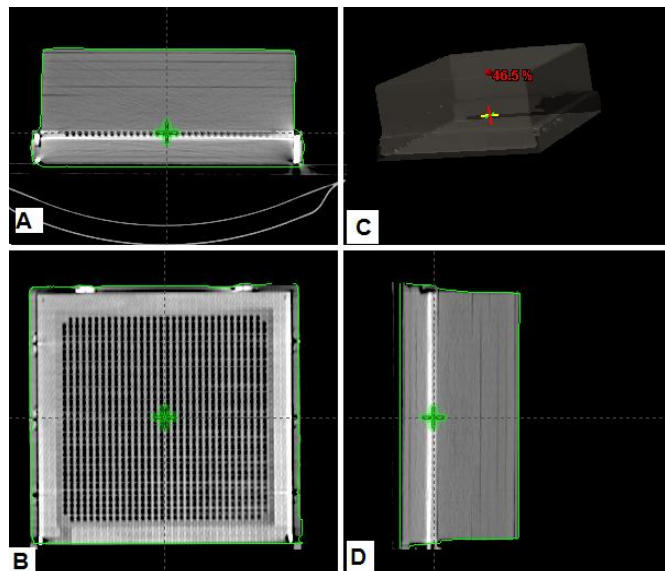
Posicionamento do sistema MATRIXX para medidas de dose absorvida e perfis de campos de IMRT no sistema de planejamento através de tomografia. A – corte axial do detector com placas de água sólida, B – reconstrução frontal mostrando as micro câmaras, C – reconstrução 3D, D – reconstrução coronal.
